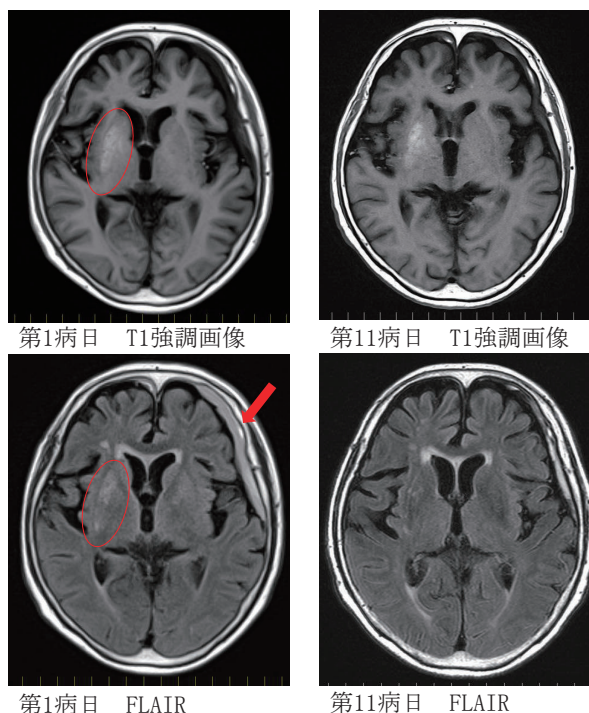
頭部MRI。右被殻, 淡蒼球にT1強調画像とFLAIR (fluid-attenuated inversion recovery) 画像にて高信号域を認める(赤丸)。左硬膜下血腫を認める(赤矢印)。
